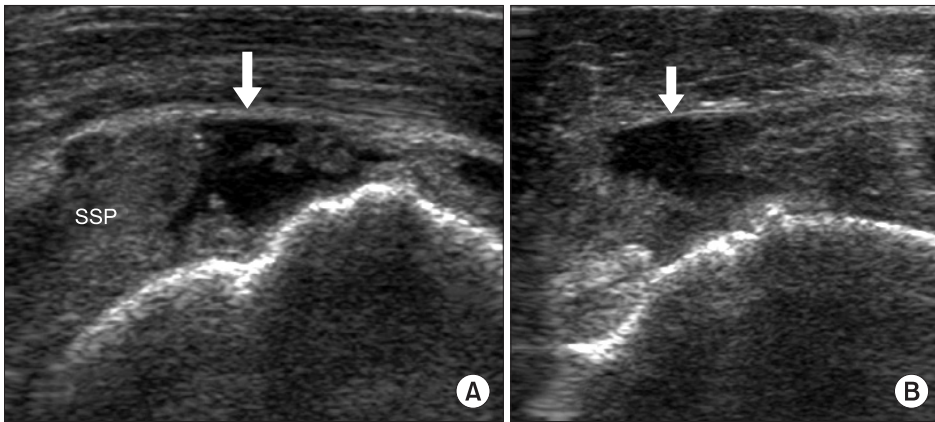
Ultrasonography (US) findings of rupture of tendon. Long axis (A) and short axis (B) US image of the supraspinatus shows a focal anechoic cleft (arrows). SSP, supraspinatus tendon.
